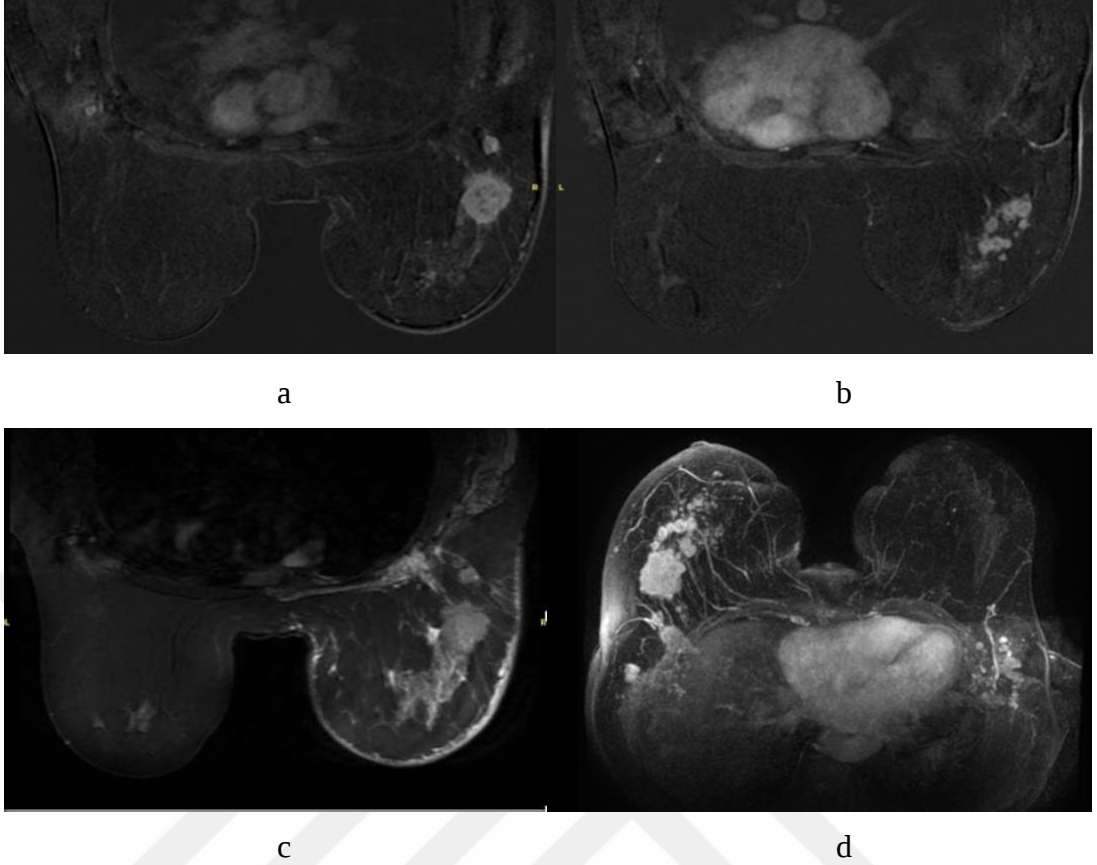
3. olgunun preoperatuar MRG incelemesinde; aksiyel ve sagital STIR TSE görüntülerde (a,c) sol meme üst dış kadranda 4.5 cm boyutunda kitle ile birlikte belirgin perilezyoner ve prepektoral ödem. Substraction görüntülerde (b) heterojen kontrastlanan multilobule kontürlü noduler kitle lezyonu mevcut. MIP görüntülerde (d) sol aksiller bölgede korteksi kalınlaşmış 3 cm çapında patolojik karakterde adet lenf nodu mevcut.
